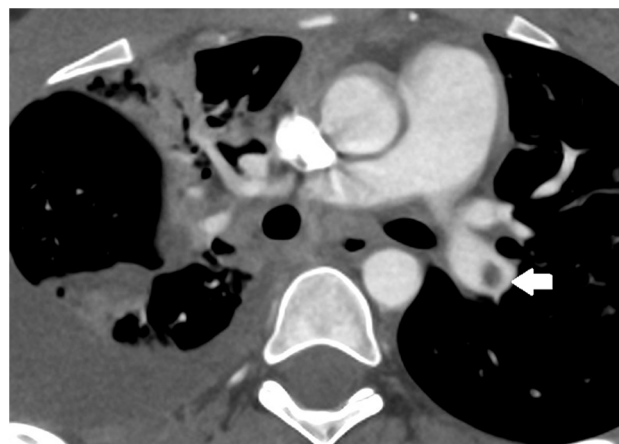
TC torácica con contraste, donde se aprecia en pulmón derecho neumonía complicada con derrame. Señalado con la flecha blanca se observa un defecto de replección en la arteria pulmonar izquierda con relación al TEP.
